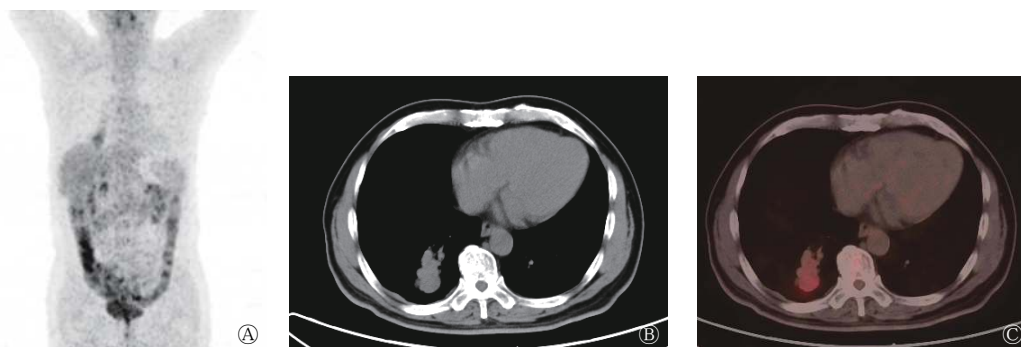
中央型肺类癌患者(男性, 64岁)的 ^{18}F -FDG PET/CT图像 图中, A: 全身最大密度投影图, 显示右肺下叶可见一 ^{18}F -FDG代谢增高影, 余全身未见异常 ^{18}F -FDG代谢增高灶; B: 横断面CT图, 显示右肺下叶软组织结节, 密度均匀, 边缘光滑, 可见“冰山征”; C: 横断面PET/CT融合图, 显示右肺下叶结节 ^{18}F -FDG代谢轻度增高, $\text{SUV}_{\text{max}}=3.09$ 。 ^{18}F -FDG: 氟脱氧葡萄糖 F18; PET/CT: 正电子发射断层显像计算机断层摄影术; SUV_{max} : 最大标准化摄取值
